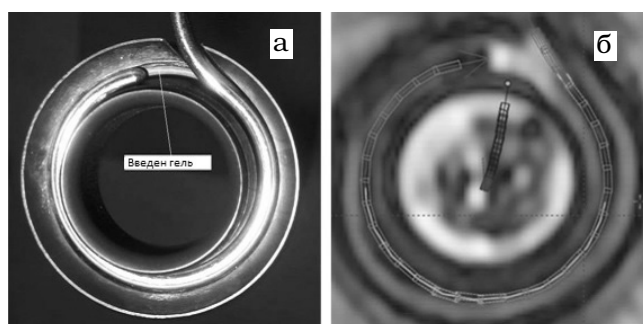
Реконструкция аппликатора (титановое кольцо) на МРТ-изображениях. (а) перед насадкой кольцевого колпачка в канал аппликатора был введен гель, (б) поворот реконструированного кольца в соответствии с положением сигнала от введенного геля
